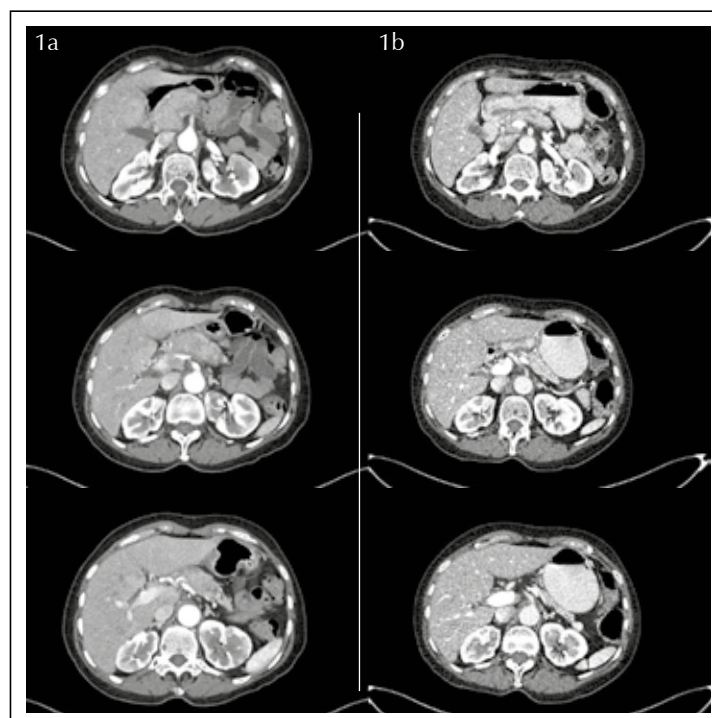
Comparativo TAC abdominal (inicio y 4 semanas después).
